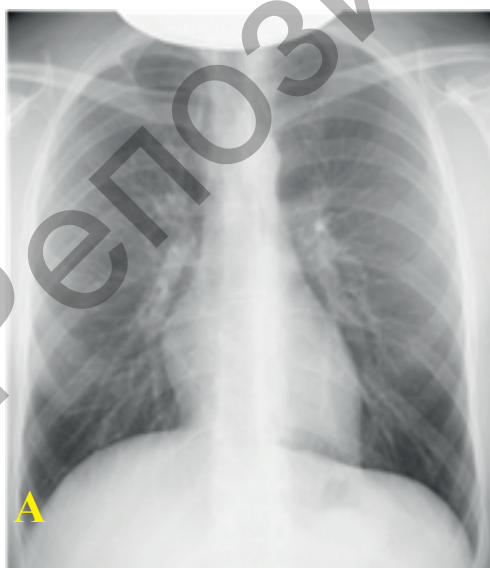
Цифровые рентгенограммы органов грудной клетки: А – от 06.02.2020 г.; В – от 06.07.2020 г. (описание в тексте)
